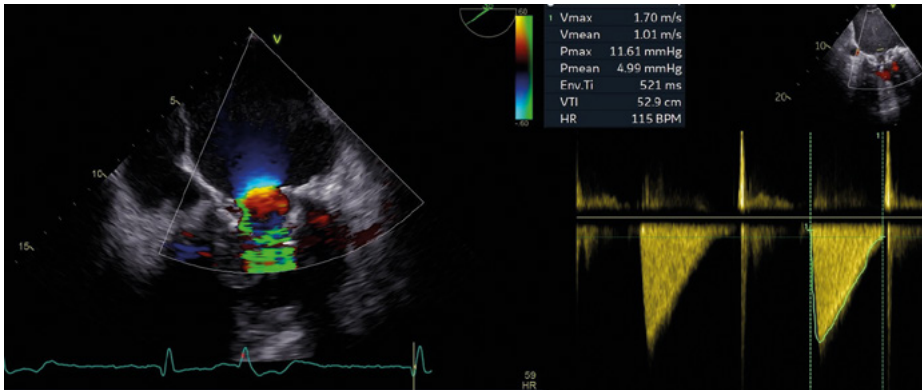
Hodnocení funkce bioprotézy (vlevo barevně mapovaný tok v diastole přes chlopeň, vpravo dopplerovské měření gradientu na bioprotézy)
